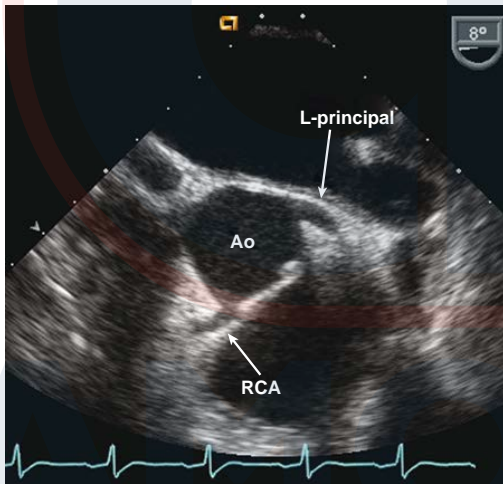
Ecocardiografía transesofágica vista de eje corto que muestra los orígenes de las arterias coronarias izquierda y derecha. Ao, aorta; L-principal, arteria coronaria principal izquierda; RCA, arteria coronaria derecha.
